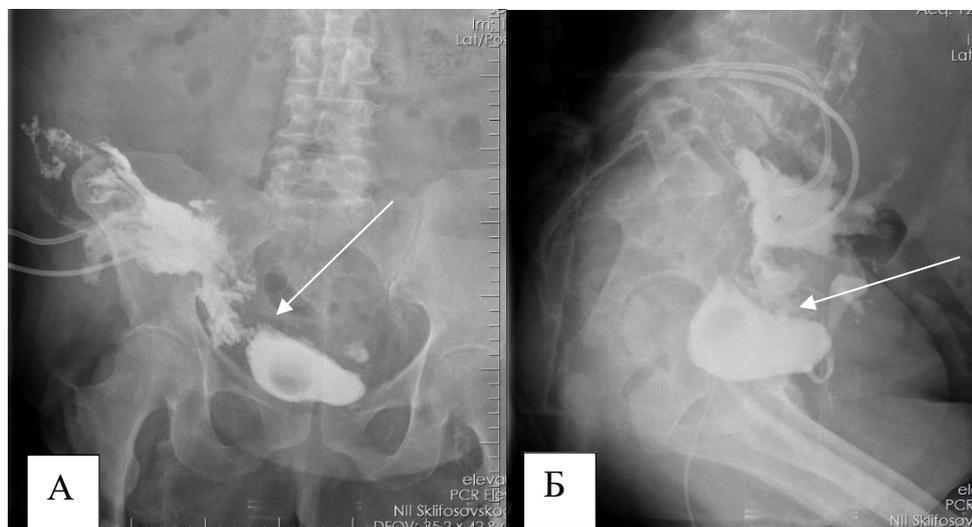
Рентгенограмма с контрастированием дренированной полости абсцесса ложа трансплантата (ранее удален) забрюшинно справа: А – прямая проекция Б- боковая проекция. Выявлено наличие свища полости с мочевым пузырем (обозначено стрелкой).
